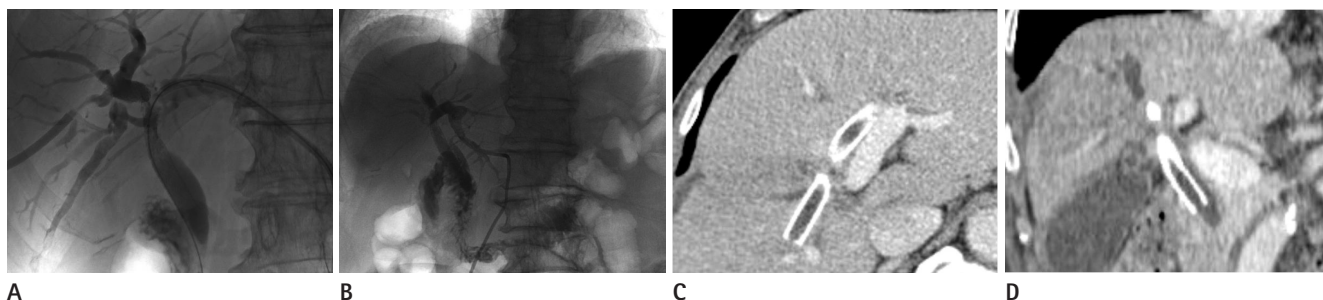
T-configured (stent-in-stent) bilateral stent implantation through bilobar approach in 84-year-old male patient with cholangiocarcinoma (Bismuth type IIIA). A. Two guidewires were passing to distal CBD through pre-existing PTBD in both hepatic lobes. The first stent was inserted into the right hepatic duct and the second stent was then inserted into the left. B. Cholangiogram obtained 1 week after stent insertion shows good passage of contrast medium through stents. C, D. Axial and coronal CT obtained after 1 month shows no evidence of stenosis or soft-tissue mass within the bilateral biliary stent. Note.—CBD = common bile duct, PTBD = percutaneous transhepatic biliary drainage
